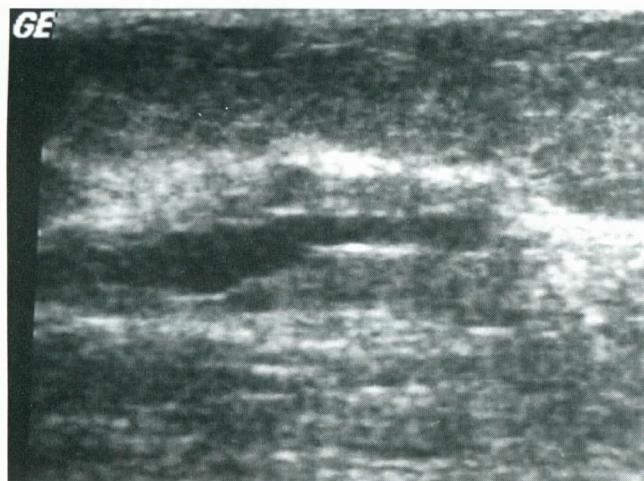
Imagem conjugada mostrando estrutura anecóica tubular, sem fluxo ao doppler (caso 1)
